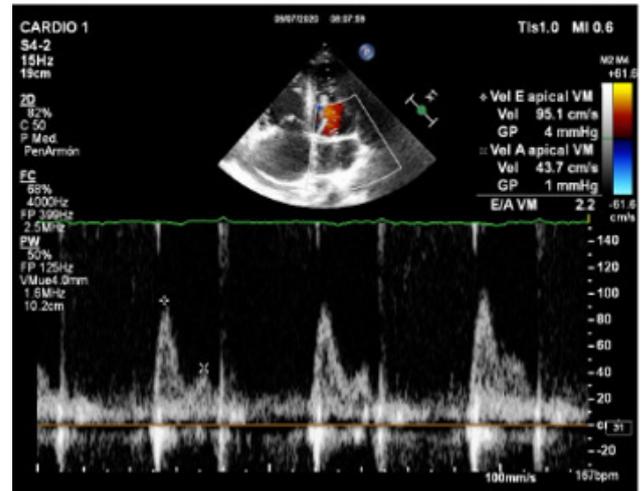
ECOCARDIOGRAMA. Llenado restrictivo del VI relación E/A válvula mitral 2.2.
